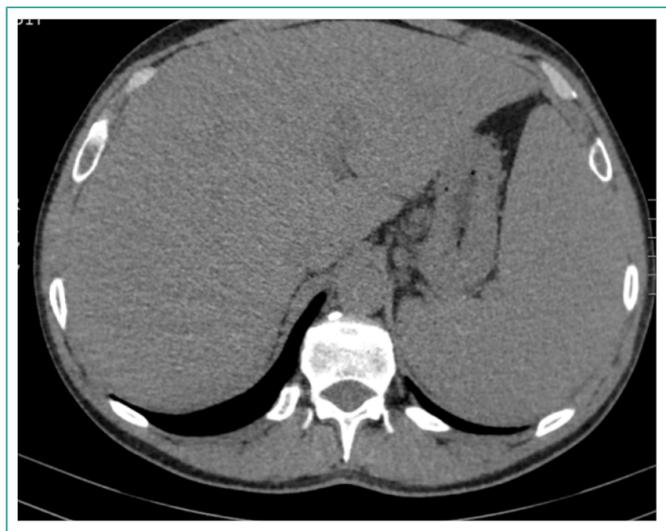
TC que muestra hepatomegalia y esplenomegalia.
